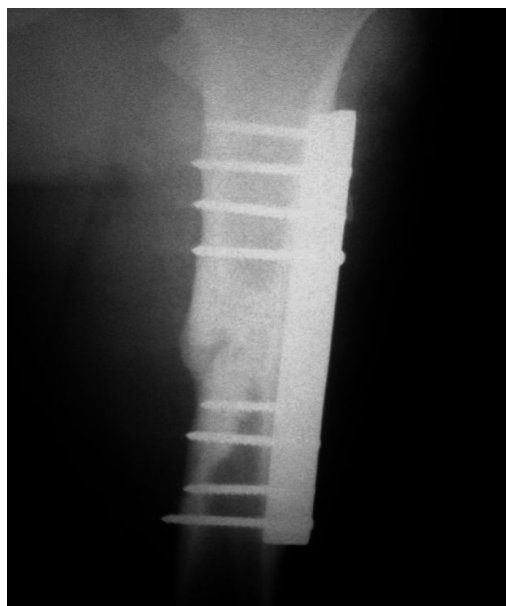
Полная консолидация отломков правой бедренной кости через 3,5 мес (рентгенограмма).
